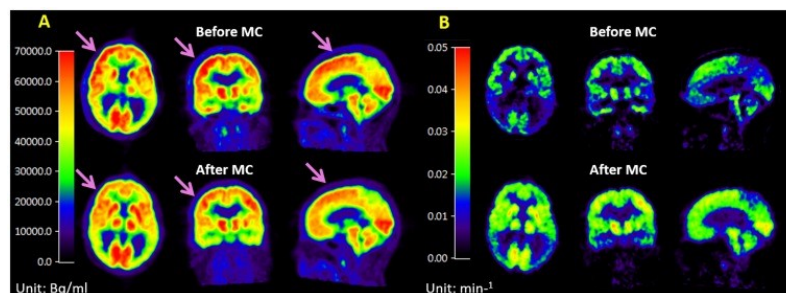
Resultados de aplicación de MC en paciente con movimiento de cabeza y trazador FDG
